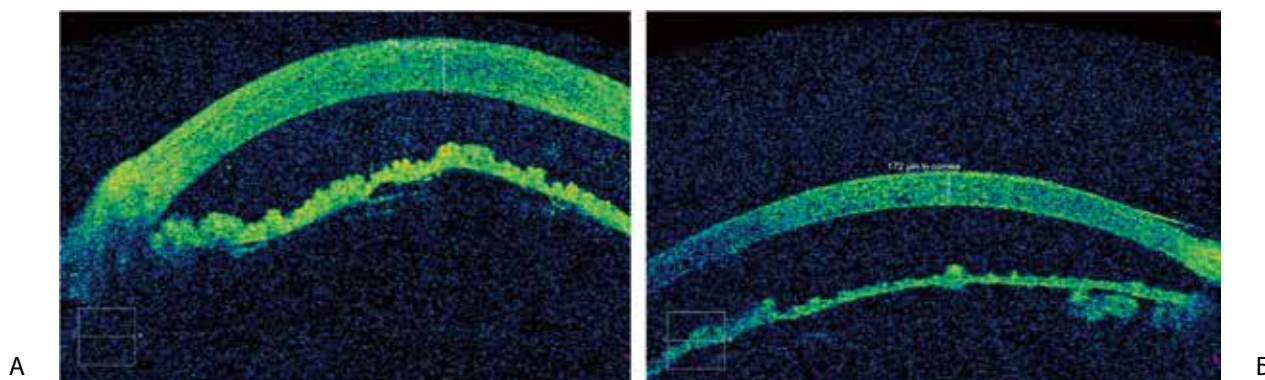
Результаты оптической когерентной томографии роговицы экспериментального животного основной группы с индуцированной ЭЭД роговой оболочки. А – отек и утолщение среза роговицы на 7-е сут лечения (наложения на внутреннюю поверхность роговой оболочки суспензии аутологичных лейкоцитов); Б – восстановление прозрачности и толщины среза роговицы на 21-е сут лечения.
